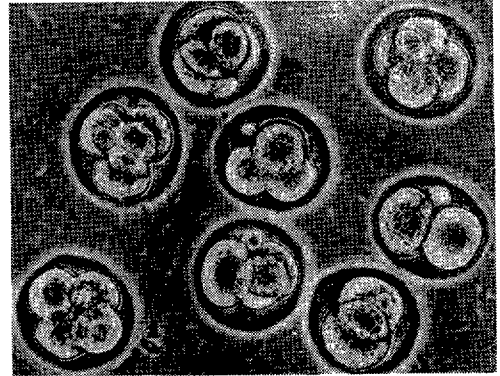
超音波照射前 2 乃至 4 細胞期胚 (交配後 5 2 時間)
